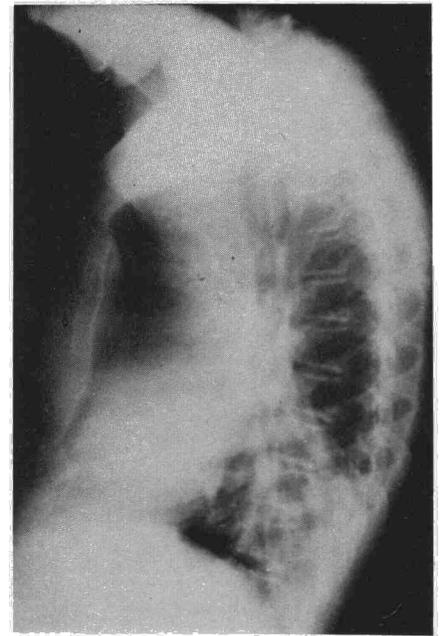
Radiografía lateral de tórax postoperatoria mostrando la posición de esternón.
